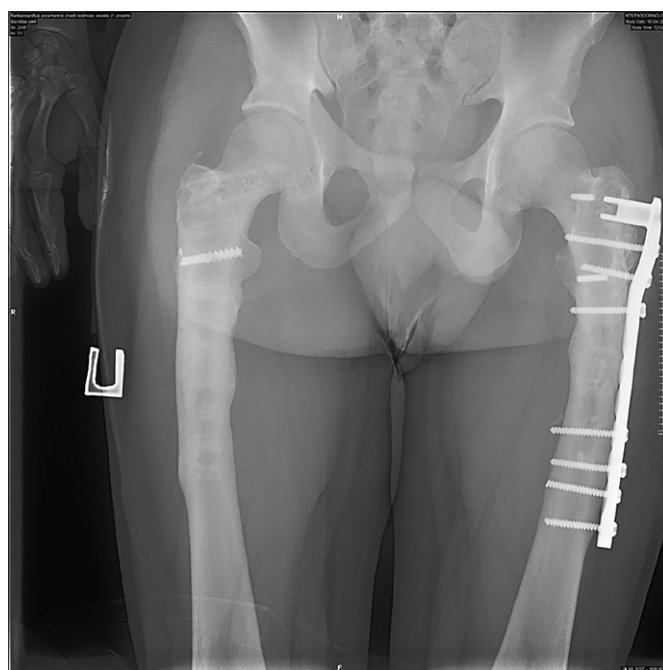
Рентгенография тазобедренных суставов с захватом бедренных костей. Прямая проекция. Состояние после металлоостеосинтеза левой бедренной кости, удаления металлоконструкций бедренных костей. Сросшиеся переломы верхней трети диафизов бедренных костей, деформация верхней-средней трети диафизов бедренных костей, неравномерное утолщение кортикального слоя, множественные очаги фиброзно-кистозной перестройки и участки гиперостоза, в том числе в зонах установки металлоконструкций.
